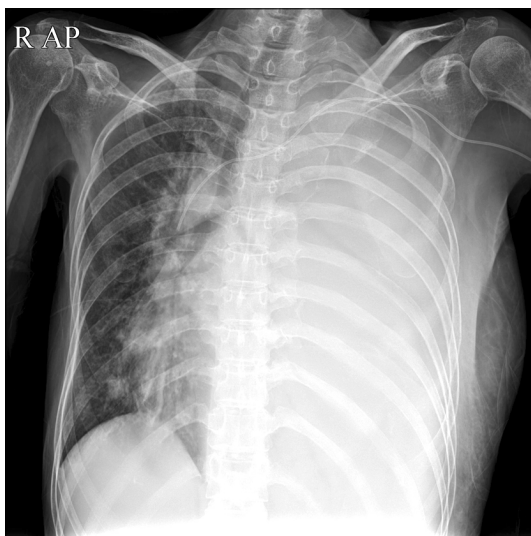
Chest X-ray shows homogenous opacity on the left lung involving all zones and contralateral mediastinal shift.
